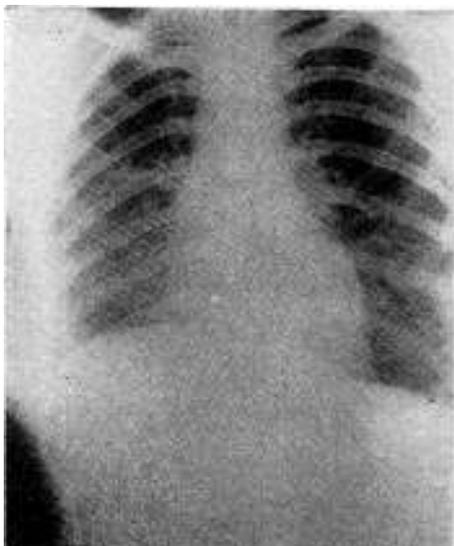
Radiografía post-operatorio tardío (2 meses).
